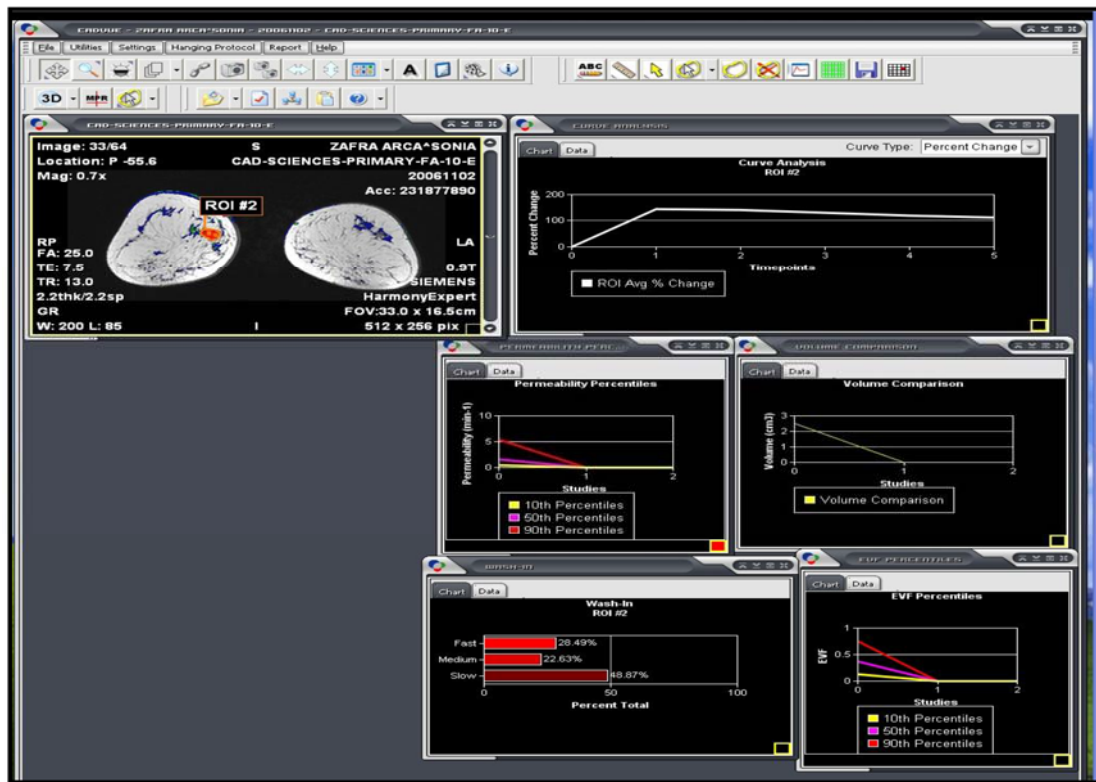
Análisis farmacocinético. Modelo tricompartmental dinámico en RM (Melcior Sentís i Crivellé, 2013).
